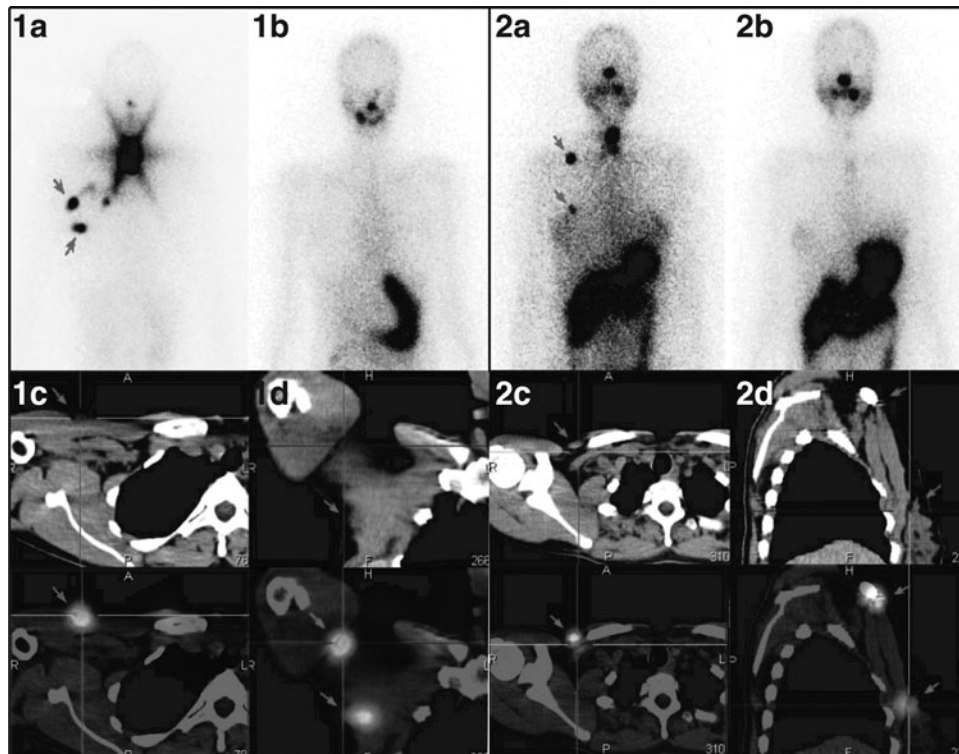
Imaging studies of the patients with subcutaneous implantation of thyroid tissue after transaxillary robotic thyroidectomy. Panel 1: patient 1; panel 2: patient 2. Whole body scan acquired two days after the first radioiodine therapy (RIT; 3.7 GBq after levothyroxine withdrawal; 1a, 2a) shows ectopic thyroid tissue (arrows). The ectopic thyroid tissue is no longer detectable on scans performed after a second RIT (3.7 GBq after recombinant human thyrotropin stimulation; 1b, 2b). Single photon emission computed tomography performed at the time of the first RIT demonstrates ectopic ¹³¹I uptake without clear underlying lesions (arrows): axial (1c, 2c), coronal (1d), and sagittal plane (2d).
